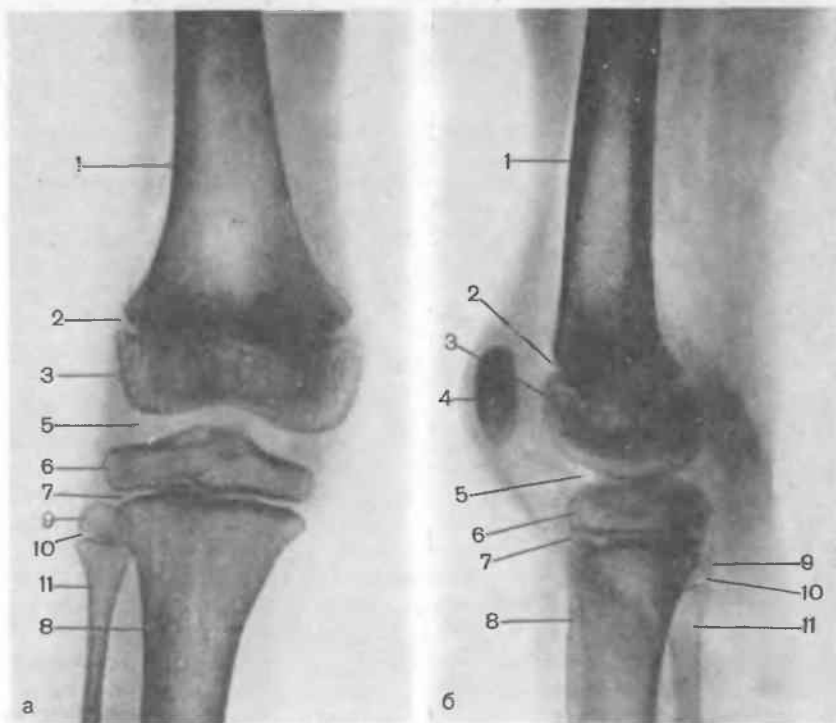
Рентгенограммы коленного сустава в прямой (а) и боковой (б) проекциях.
